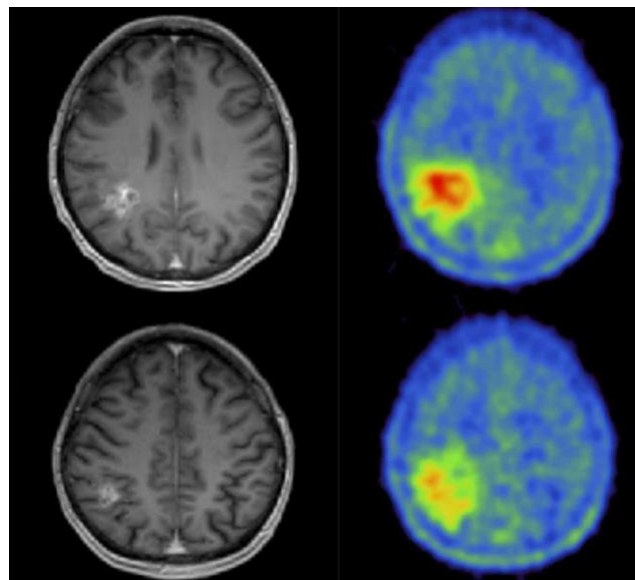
Confronto immagini RMI in pesatura T1 e PET.
